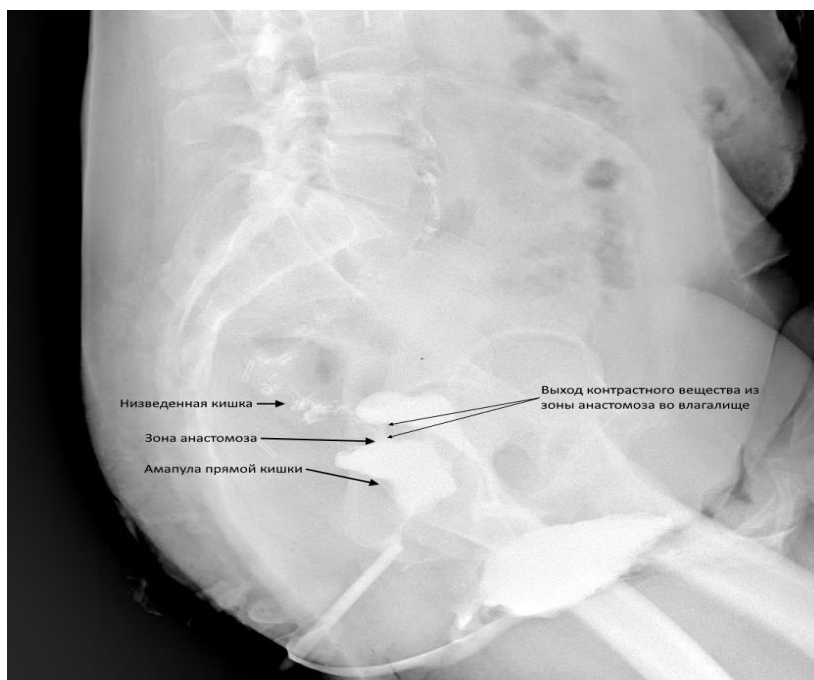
Рентгенограмма пациентки 3., 54 лет. Стрелками обозначены: низведенная кишка, оставшаяся часть ампулы прямой кишки; зона межкишечного анастомоза; свищ из зоны анастомоза во влагалище
